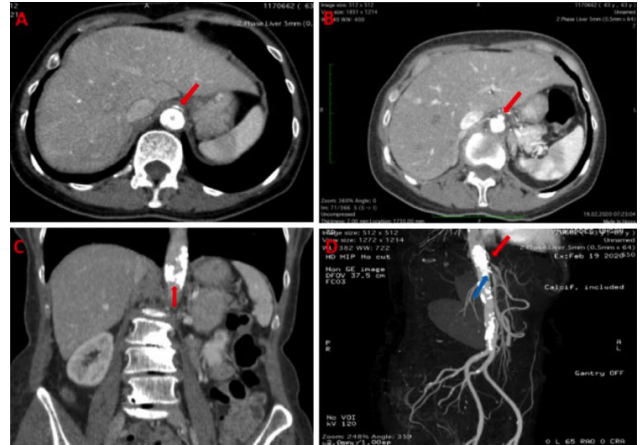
(A, B) Plain computed tomography (CT) showed near occlusion of the coeliac trunks artery and SMA with respectively. (C) Plain computed tomography (CT) showed severe calcification of the abdominal aorta with a subtotal occlusion. (D) SMA and coeliac trunkus were originated from the stenotic part of the abdominal aorta. (red arrow: coeliac trunks artery, blue arrow: SMA).
